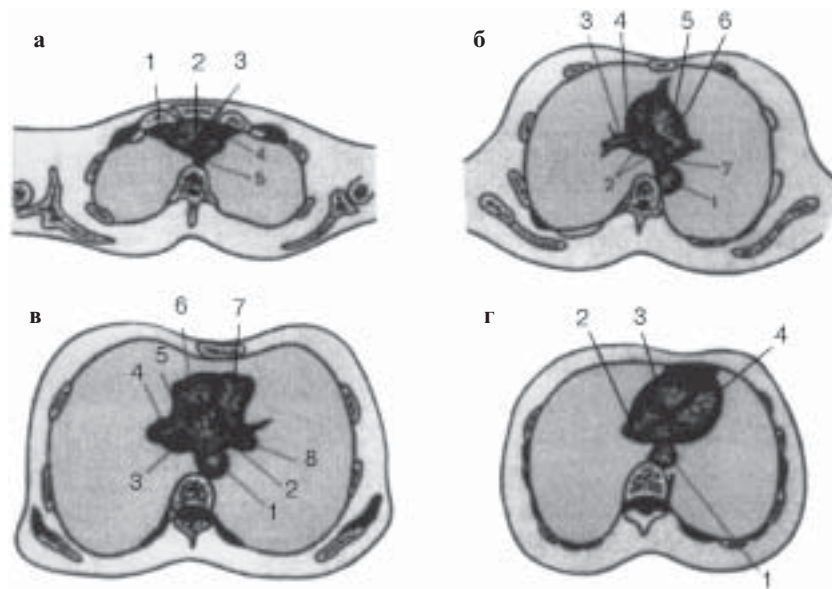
Нормальні комп'ютерні томограми грудної клітки (за Габунія Р.І. та інші, 1983).
